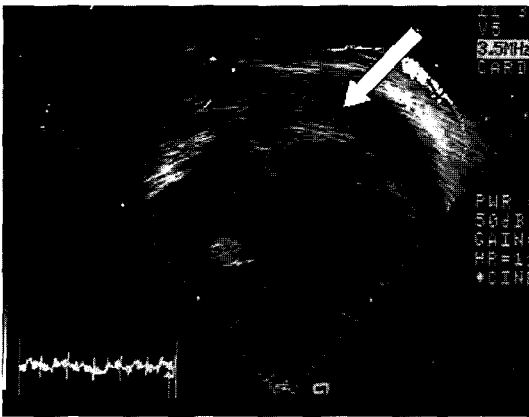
Echocardiogram showing large amount of pericardial effusion(arrow) at the subcostal view.
